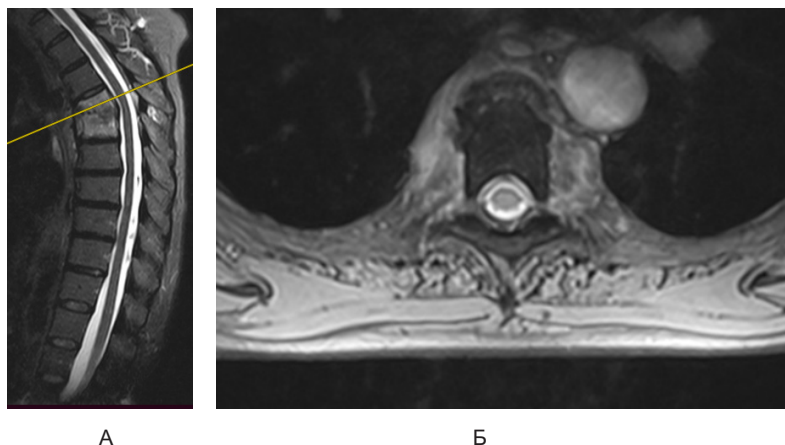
Результаты контрольного МРТ-исследования грудного отдела позвоночника через 5 месяцев: А — сагиттальная проекция; Б — аксиальная проекция
